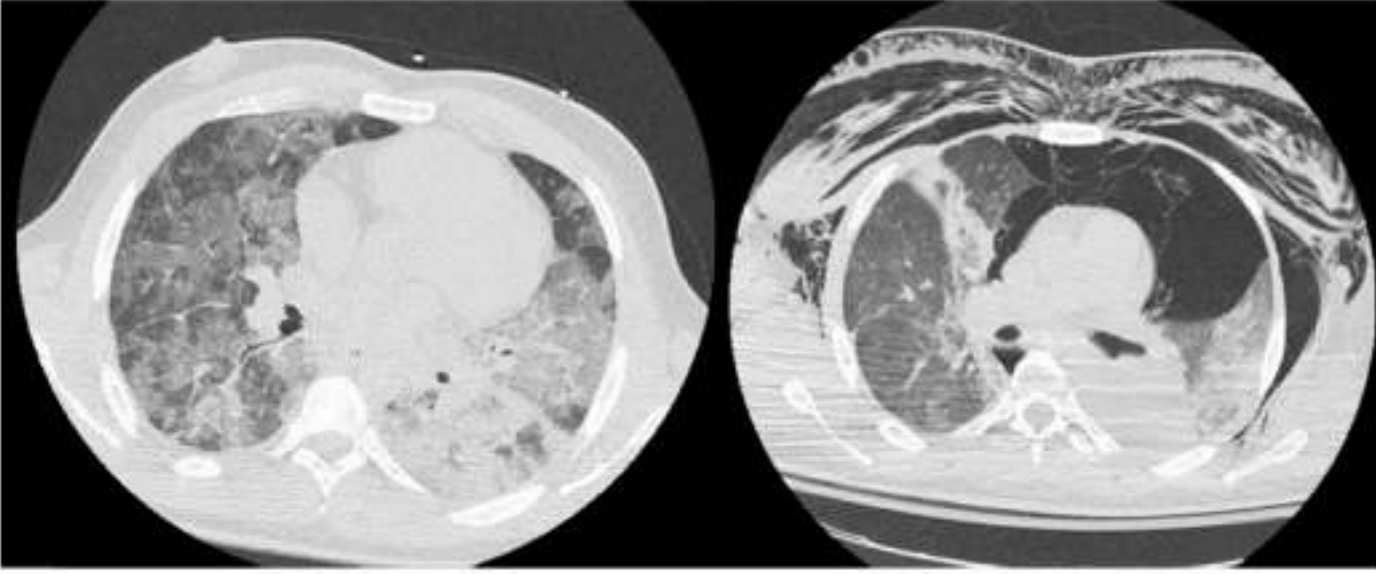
CT scan of patient n. 2 at admission (left) and after 3 days (right)
